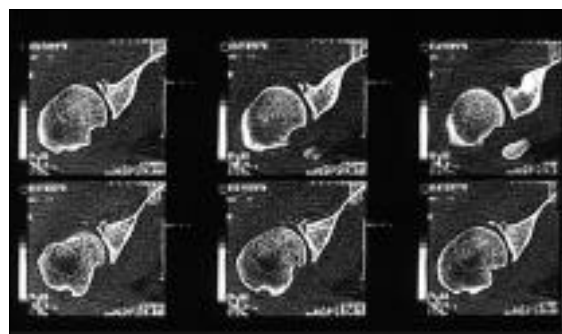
TC: se observan el injerto y el fragmento del troquíter, que rellenan la muesca.
